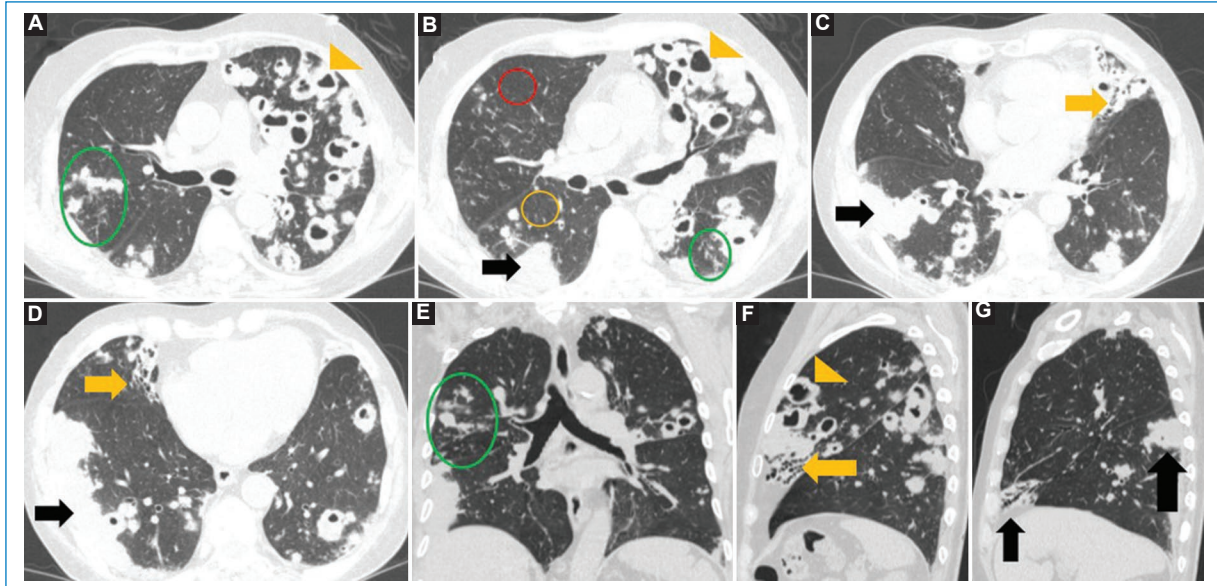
Cortes axiales de tomografía computarizada de tórax sin contraste (A-D), reconstrucción multiplanar coronal (E) y sagital (F,G). Se muestran áreas de mayor y menor atenuación (círculo rojo y amarillo respectivamente) en relación con atrapamiento aéreo, e imágenes nodulares y nodulillares de disposición centrolobulillar y centroacinar que adoptan un patrón en árbol en brote y tienden a la coalescencia (elipse verde), muchas de ellas cavidades en forma bilateral a predominio izquierdo (puntas de flecha) con áreas de distorsión del parénquima pulmonar asociadas a bronquiectasias de tipo cilíndricas (flechas amarillas) y áreas consolidativas (flechas negras) a predominio del lóbulo medio y llingula.
